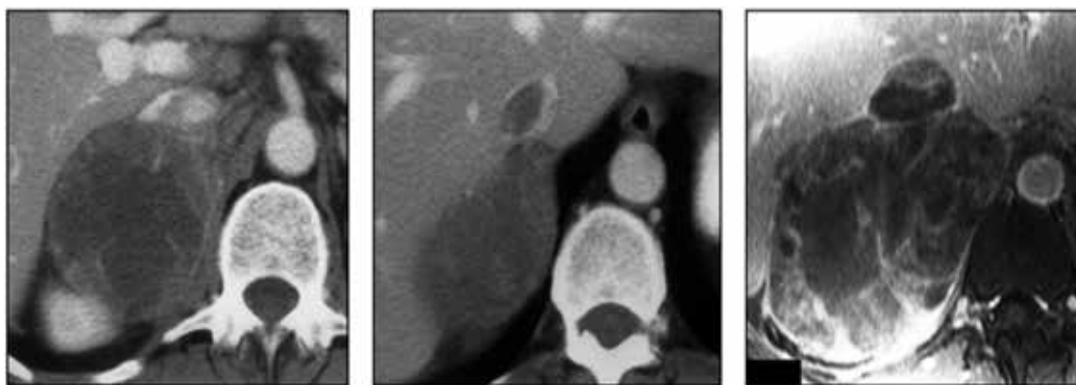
Se aprecia lesión compatible con cáncer suprarrenal, en la TC se aprecia las paredes irregulares y la baja densidad en el centro de la lesión indicando necrosis, en la RM puede verse invasión de la vena cava. Tomado de Reed Dunnick N. et al. Imaging of Adrenal Incidentalomas: Current Status AJR 2002;179:559-568
